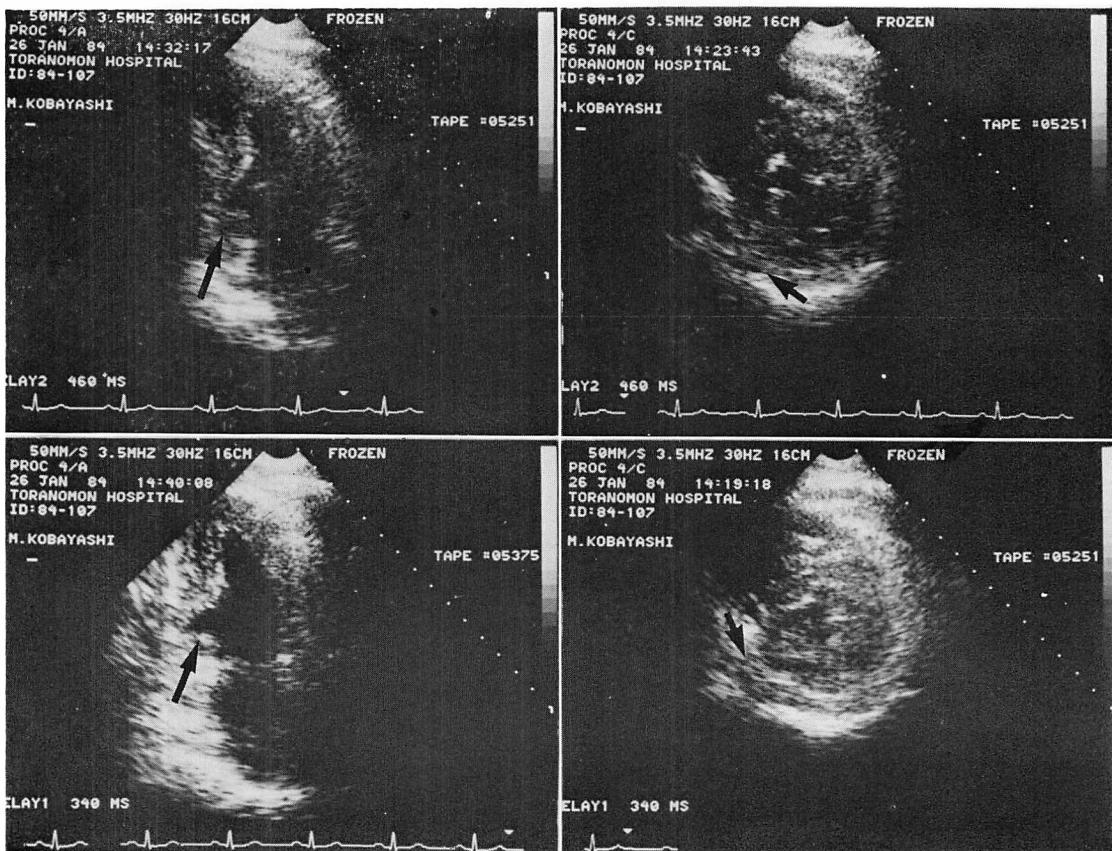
Two-dimensional echocardiograms (Case 2).
